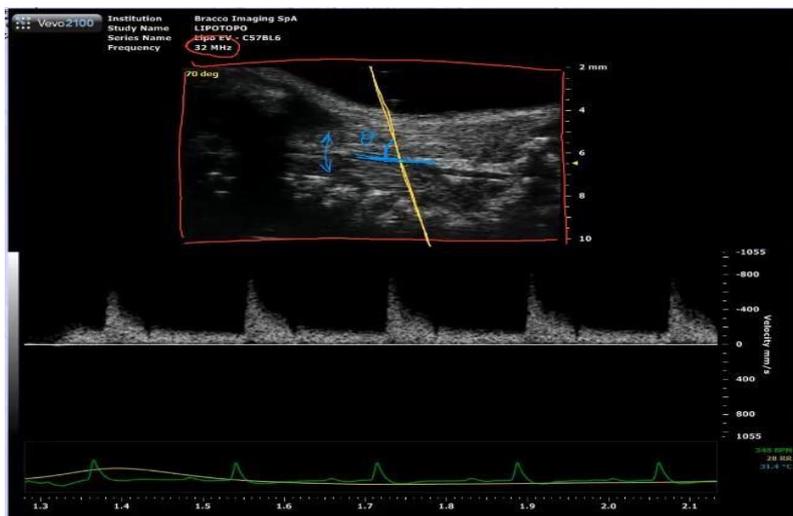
Analisi spettrale ottenuta con Sonograph dell'arteria carotidea comune (A) e della vena giugulare interna (B).
